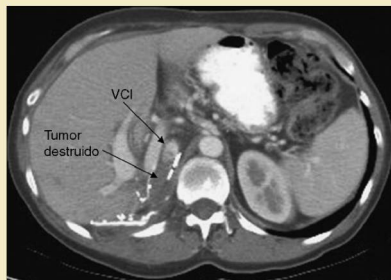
TC con contraste que muestra necrosis pericava de un tumor adrenal con una vena cava inferior (VCI) permeable 2,5 años después de la ablación.
